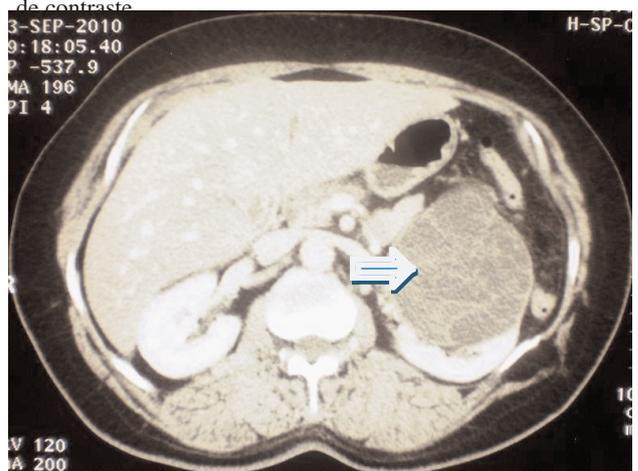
Coupe TDM axiale avec contraste : une masse kystique multi cloisonnée rehaussée après injection de produit de contraste.
